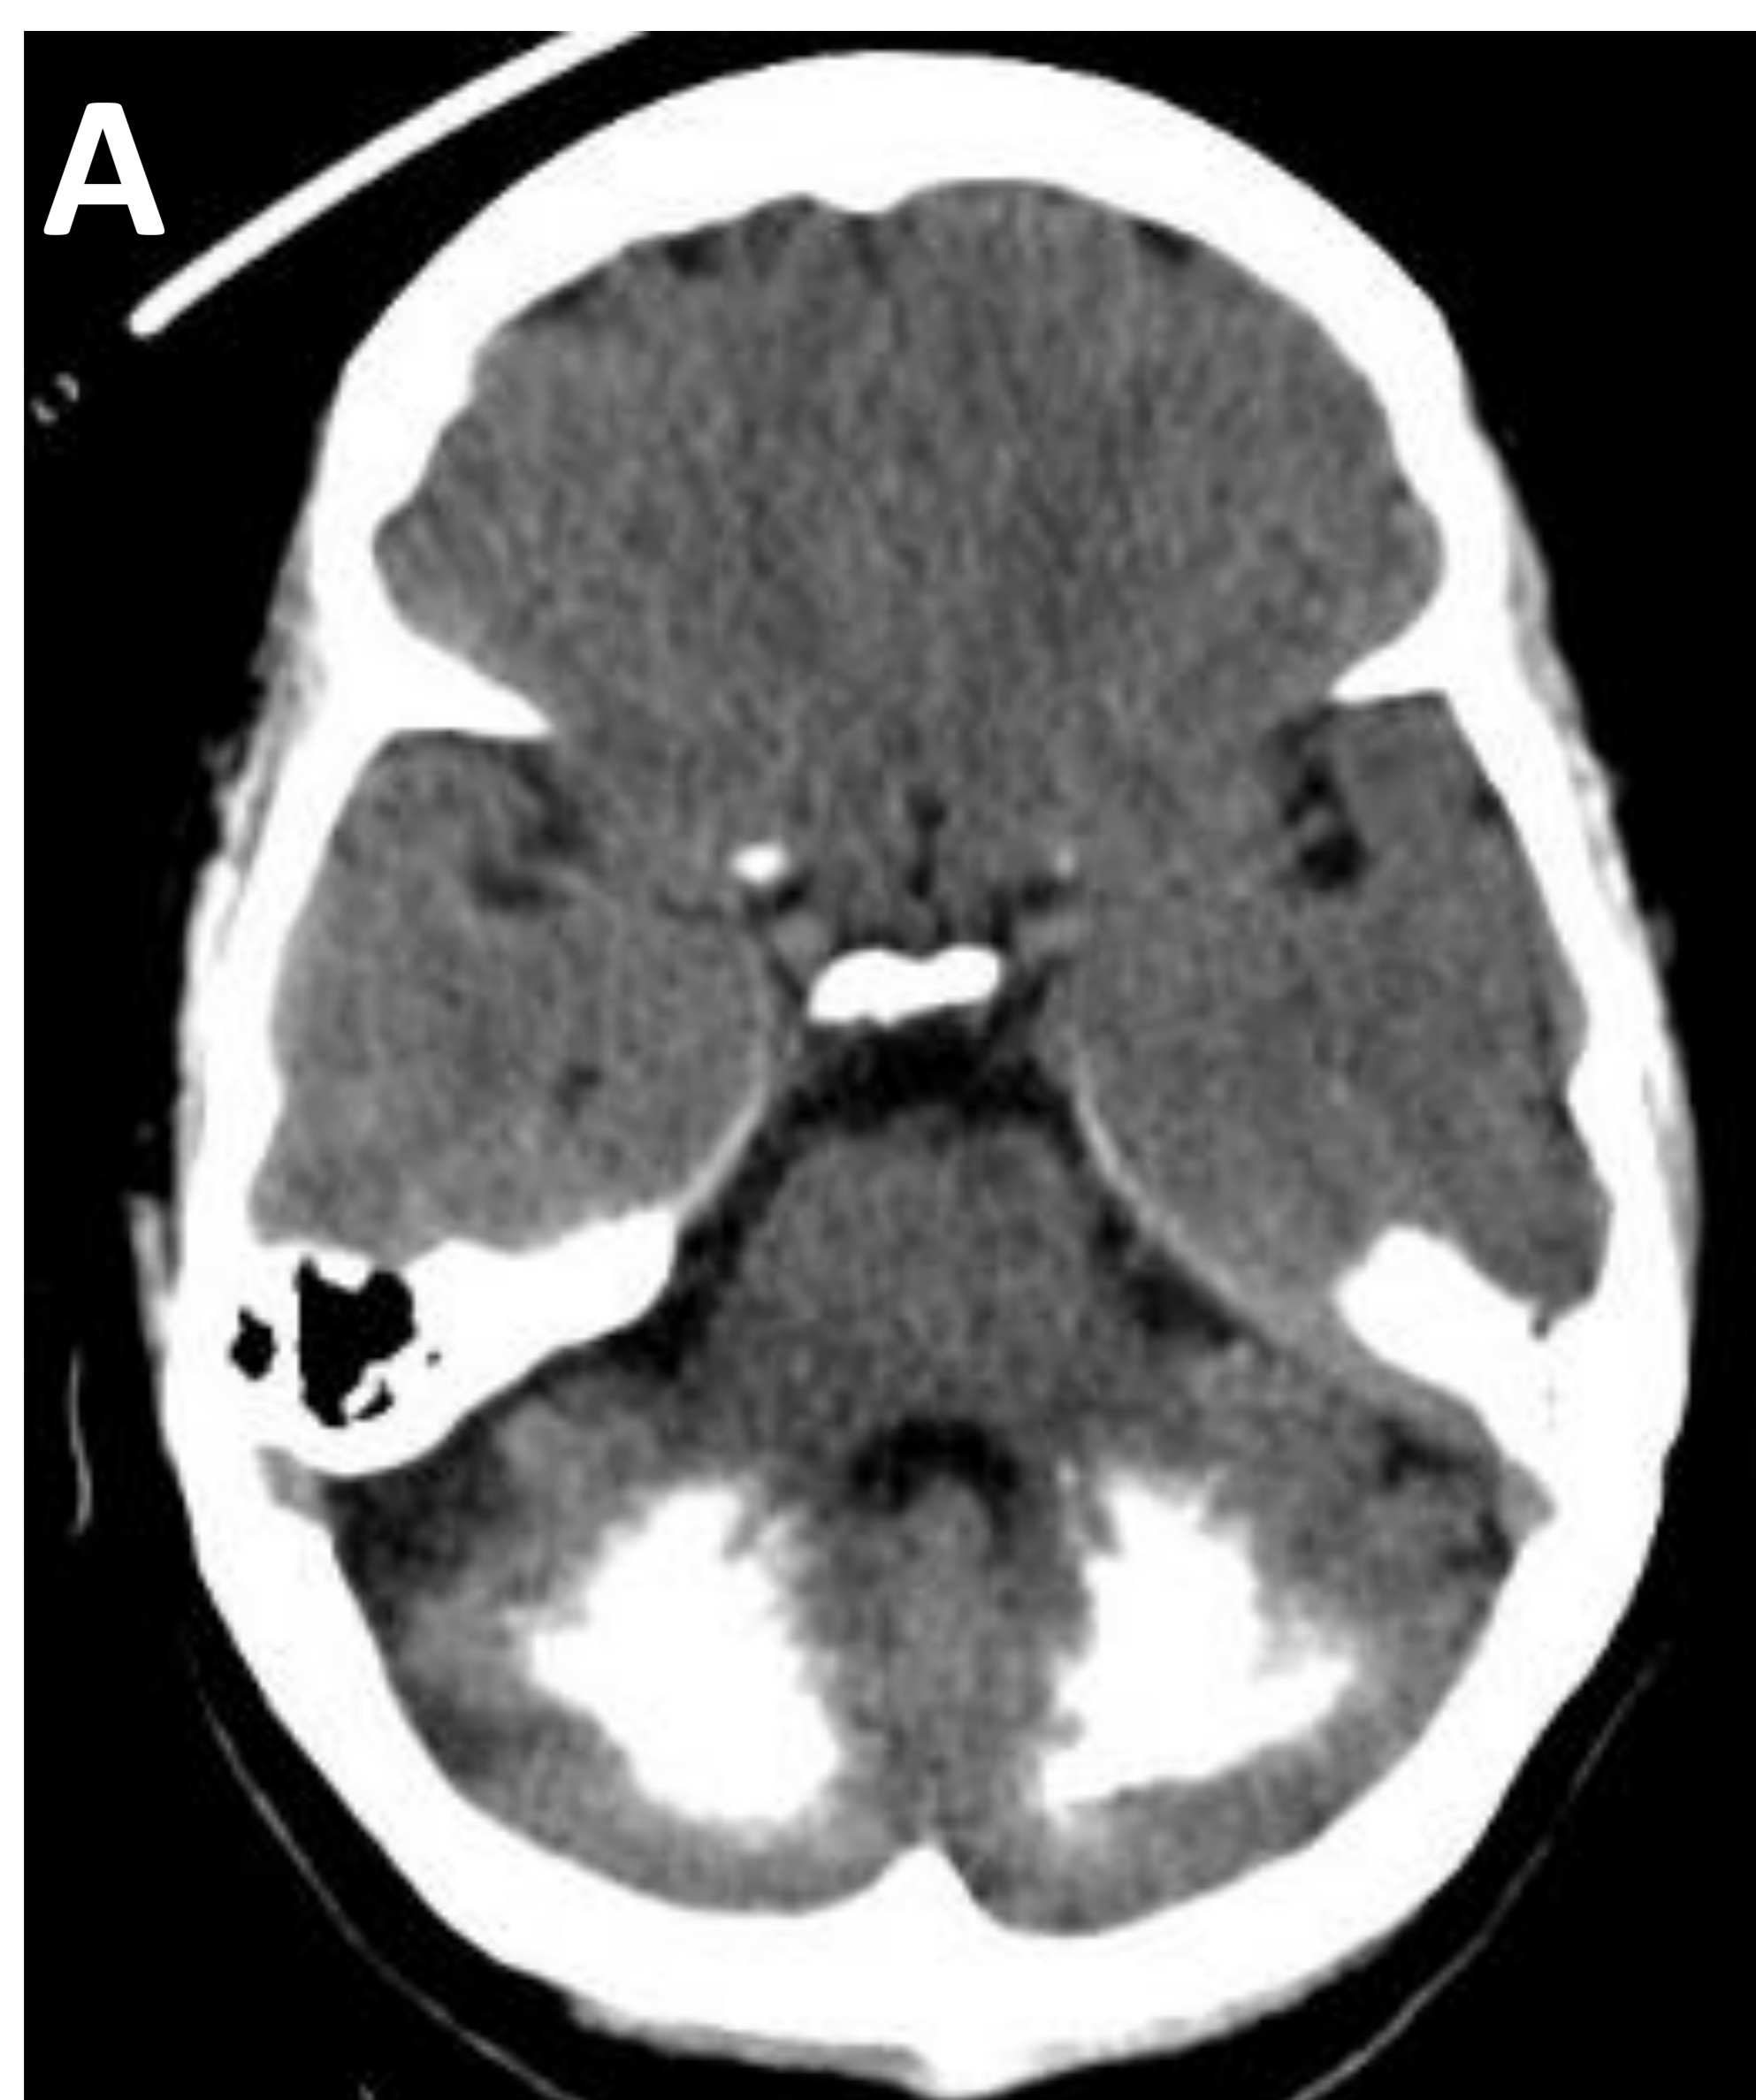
Paciente de 55 años con antecedente personal de LES y Síndrome de Sjögren. Se le realiza TC craneal por alteración de la marcha. Se observan calcificaciones groseras, simétricas y bilaterales en los núcleos dentados del cerebelo (A), núcleos lenticulares, cabeza del caudado, cápsula interna (B), corona radiatas y sustancia blanca subcortical (C y D). Tras los hallazgos se realiza estudio del metabolismo fosfocálcico y de las mutaciones relacionadas con la enfermedad de Fahr sin encontrar anomalías. Se diagnostica de Síndrome de Fahr secundario a LES.
